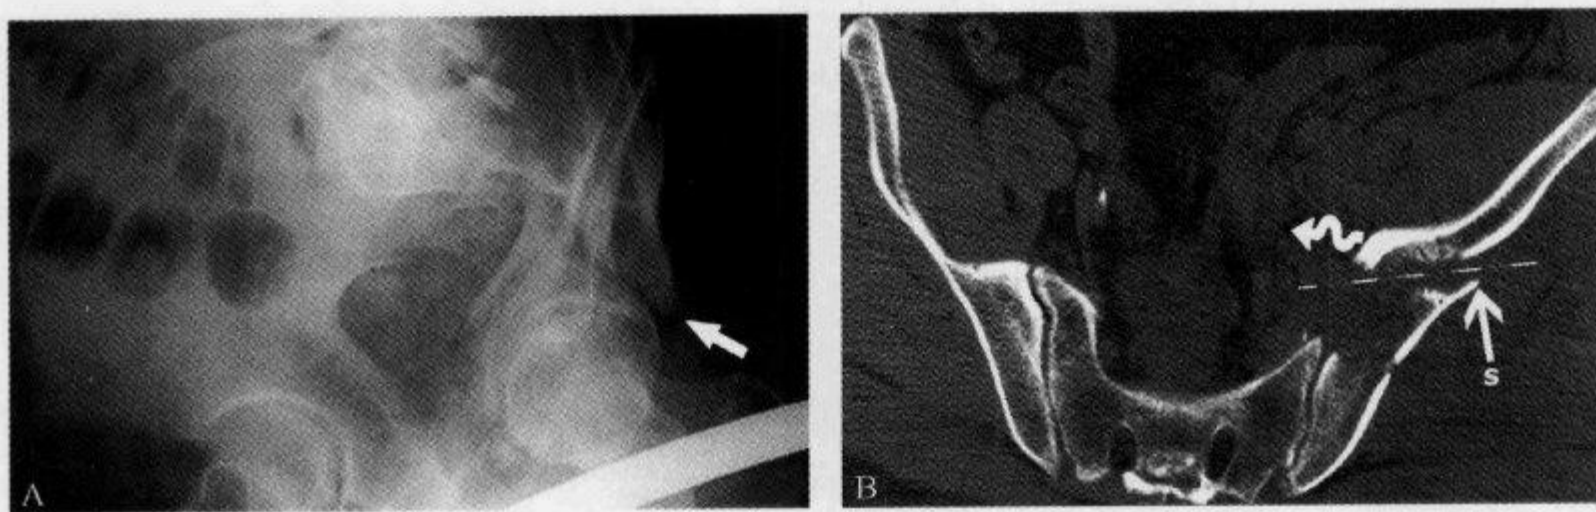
闭孔斜位片及横断 CT 示“马刺征”
